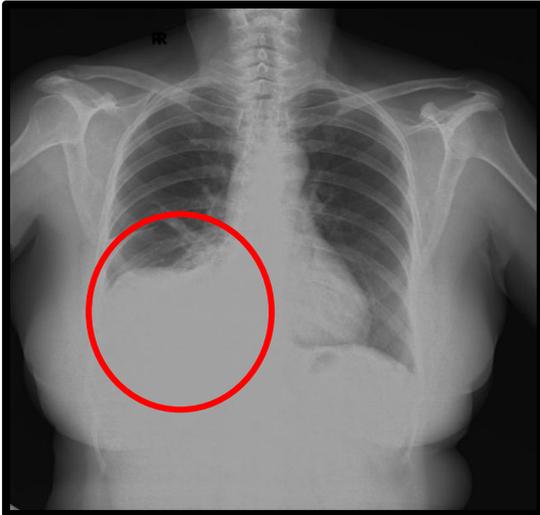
Radiografía de tórax vista PA. Derrame pleural de mediana cuantía señalado con el círculo rojo. Fuente: Archivo patológico Hospital Arnaldo Milián Castro. 2022.
